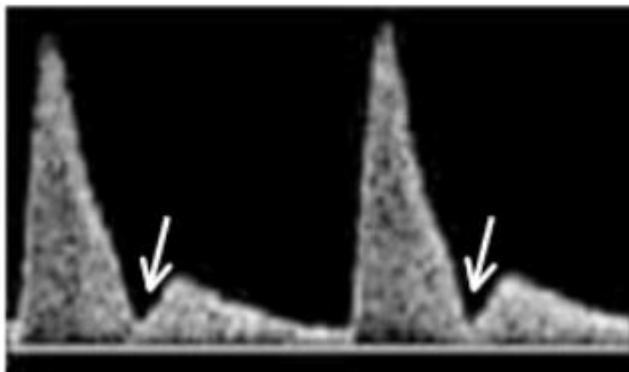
Doppler de Arteria Uterina. Se observa un notch protodiastólico en la onda de velocidad de flujo.
